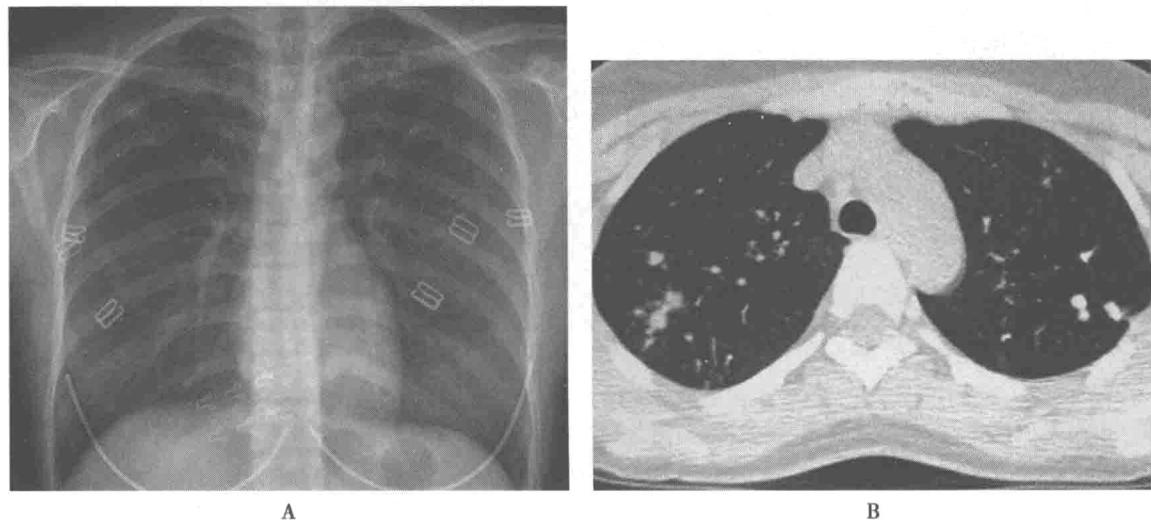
胸部正位平片(A)显示两上肺多发小斑片状影及小结节影,部分小结节影密度较高,其间可见少许条索状影,两中下肺野未见异常阴影,心影及纵隔未见异常,两肋膈角锐利;CT肺窗(B)显示两上叶多发小斑状影,少许小叶中心点状阴影,左上叶部分小结节影为钙化灶
